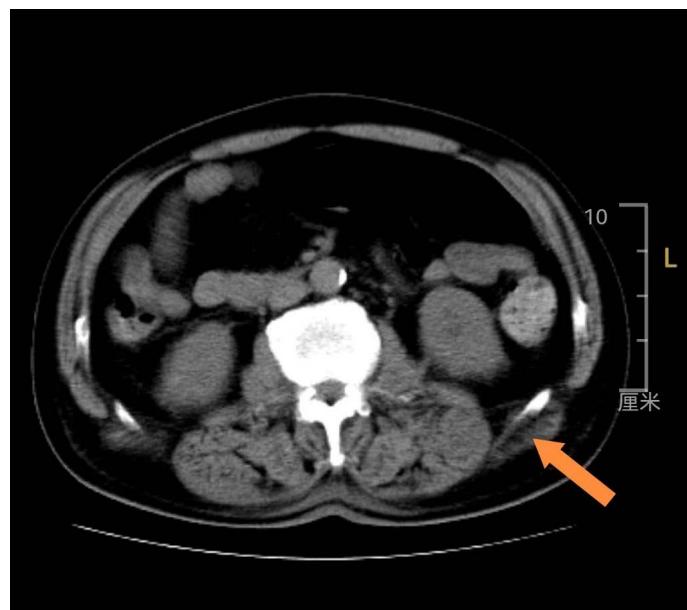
Lower abdomen CT plain scan
